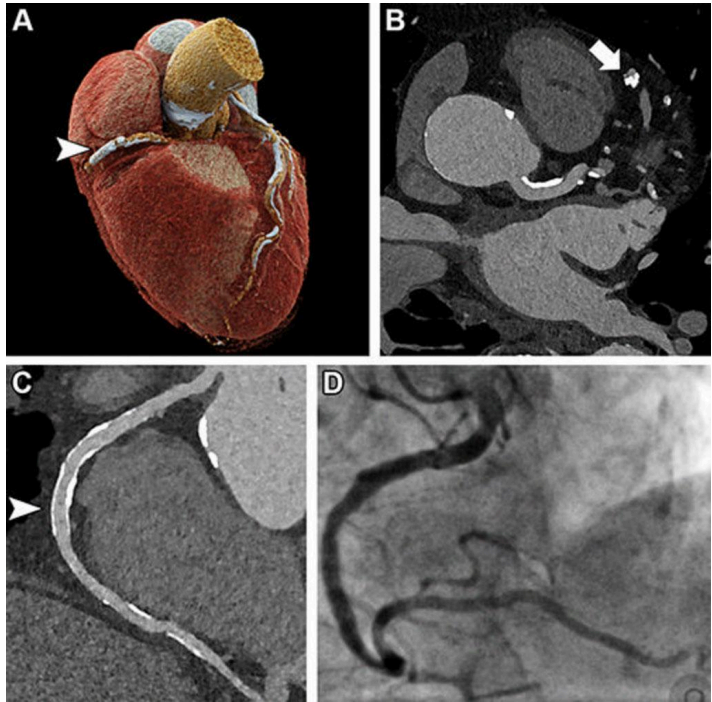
Angiografía coronaria por TC de alta resolución en un hombre de 85 años antes del reemplazo de la válvula aórtica transcatóter (Fotografía cortesía de la Universidad de Friburgo)
